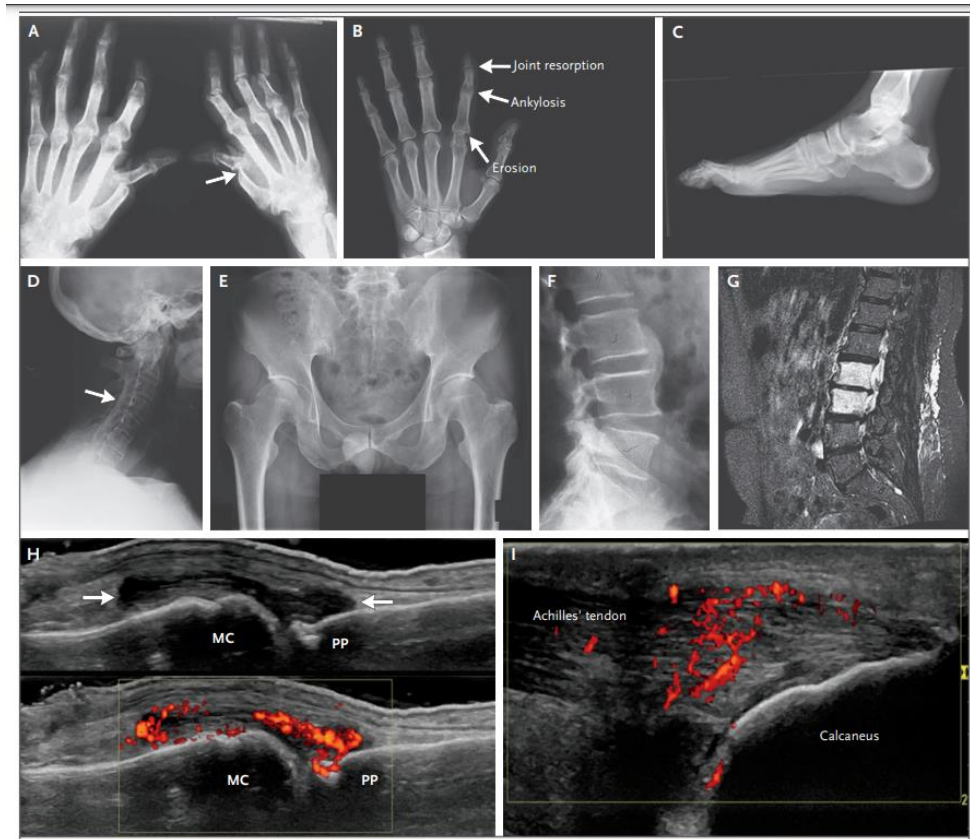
Presentazione radiografica dell'artrite psoriasica²
